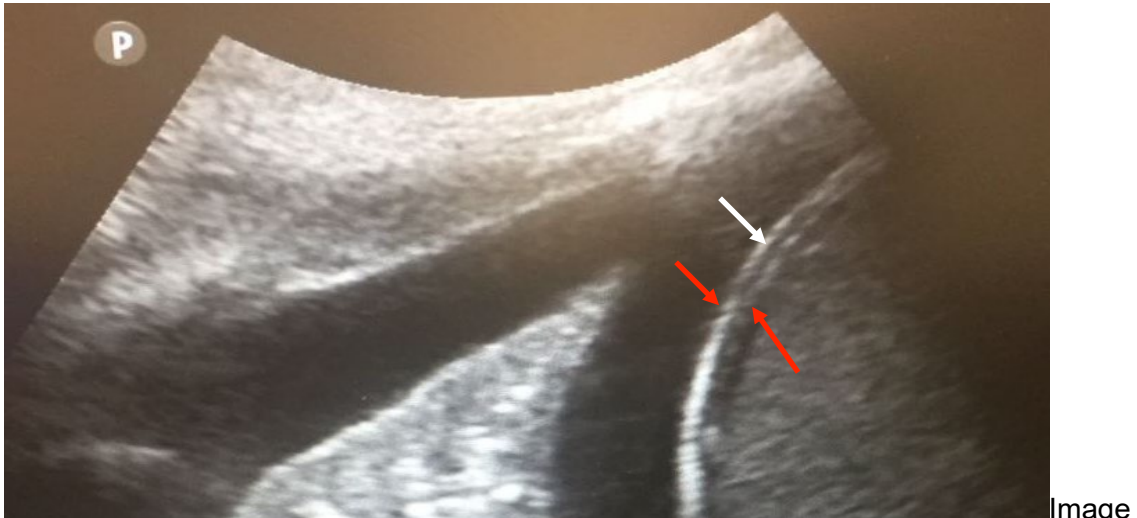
Ecografía coronal, línea axilar. Flechas rojas pleural visceral y peritoneo. Flecha blanca diafragma.
